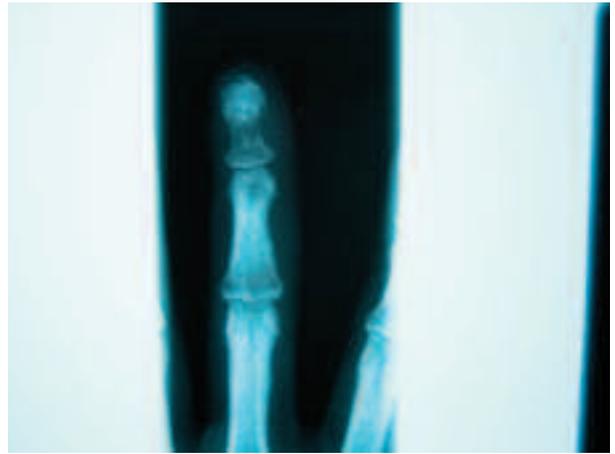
Radiografía con proyección anteroposterior de mano derecha que muestra lesión osteolítica de falange distal de 3.º dedo, con pérdida de cortical.
